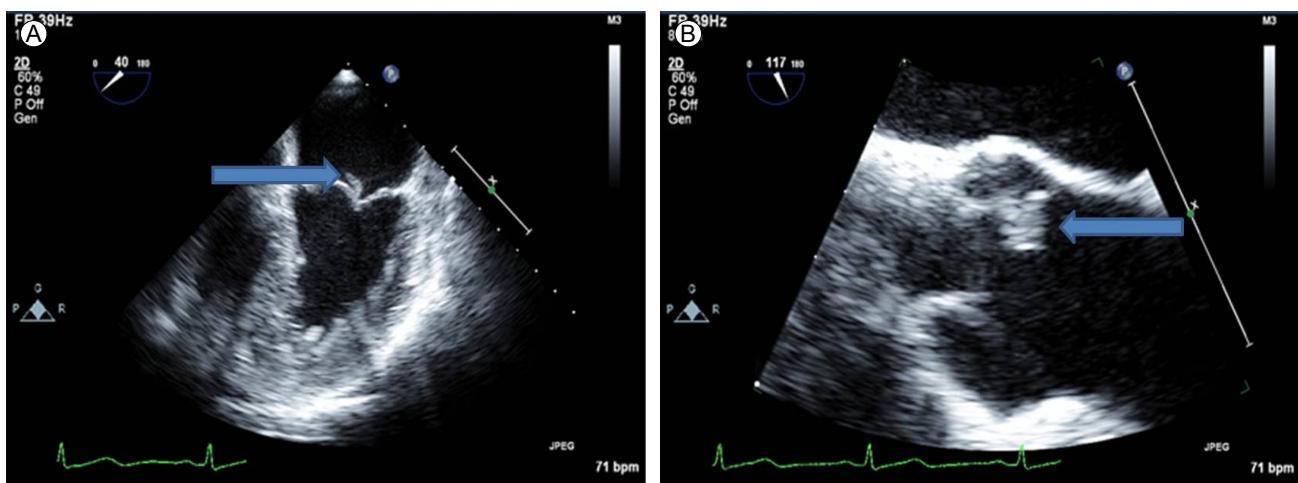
(A) Transesophageal echocardiography showed oscillating masses on the anterior mitral leaflets (1.0 × 1.0 cm). (B) Transesophageal echocardiography showed oscillating masses on the aortic valve (0.9 × 0.9 cm).
